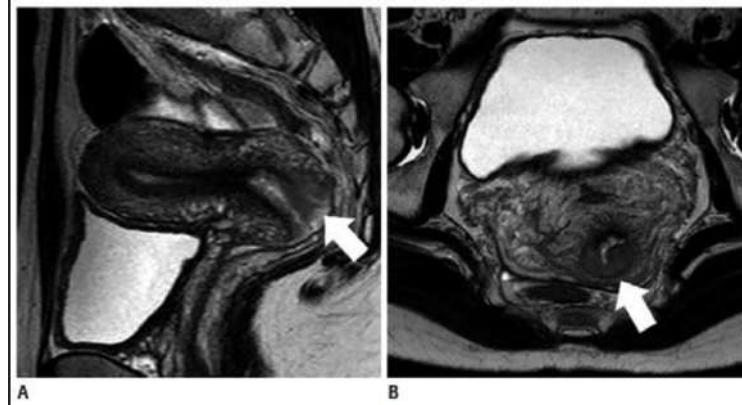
MRI adenocarcinoma endoserviks tipe umum pada wanita berusia 30 tahun. A. T2WI sagittal menunjukkan tumor eksofitik (panah) di serviks uterus. B,C. T2WI axial dan coronal menunjukkan leaf-like appearance, yaitu pola villous eksofitik (Tipe 2) (panah) (Saida T, 2018)
